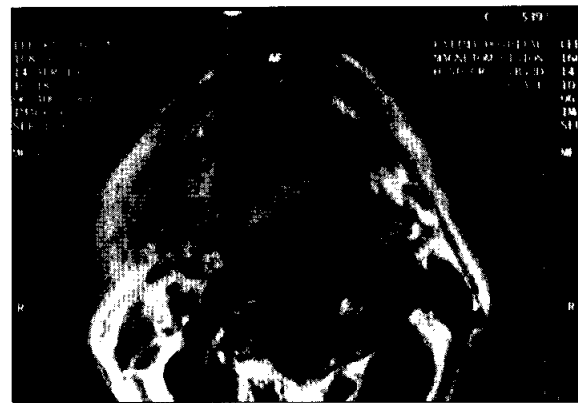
술 후 1개월에 촬영한 MRI 사진.
